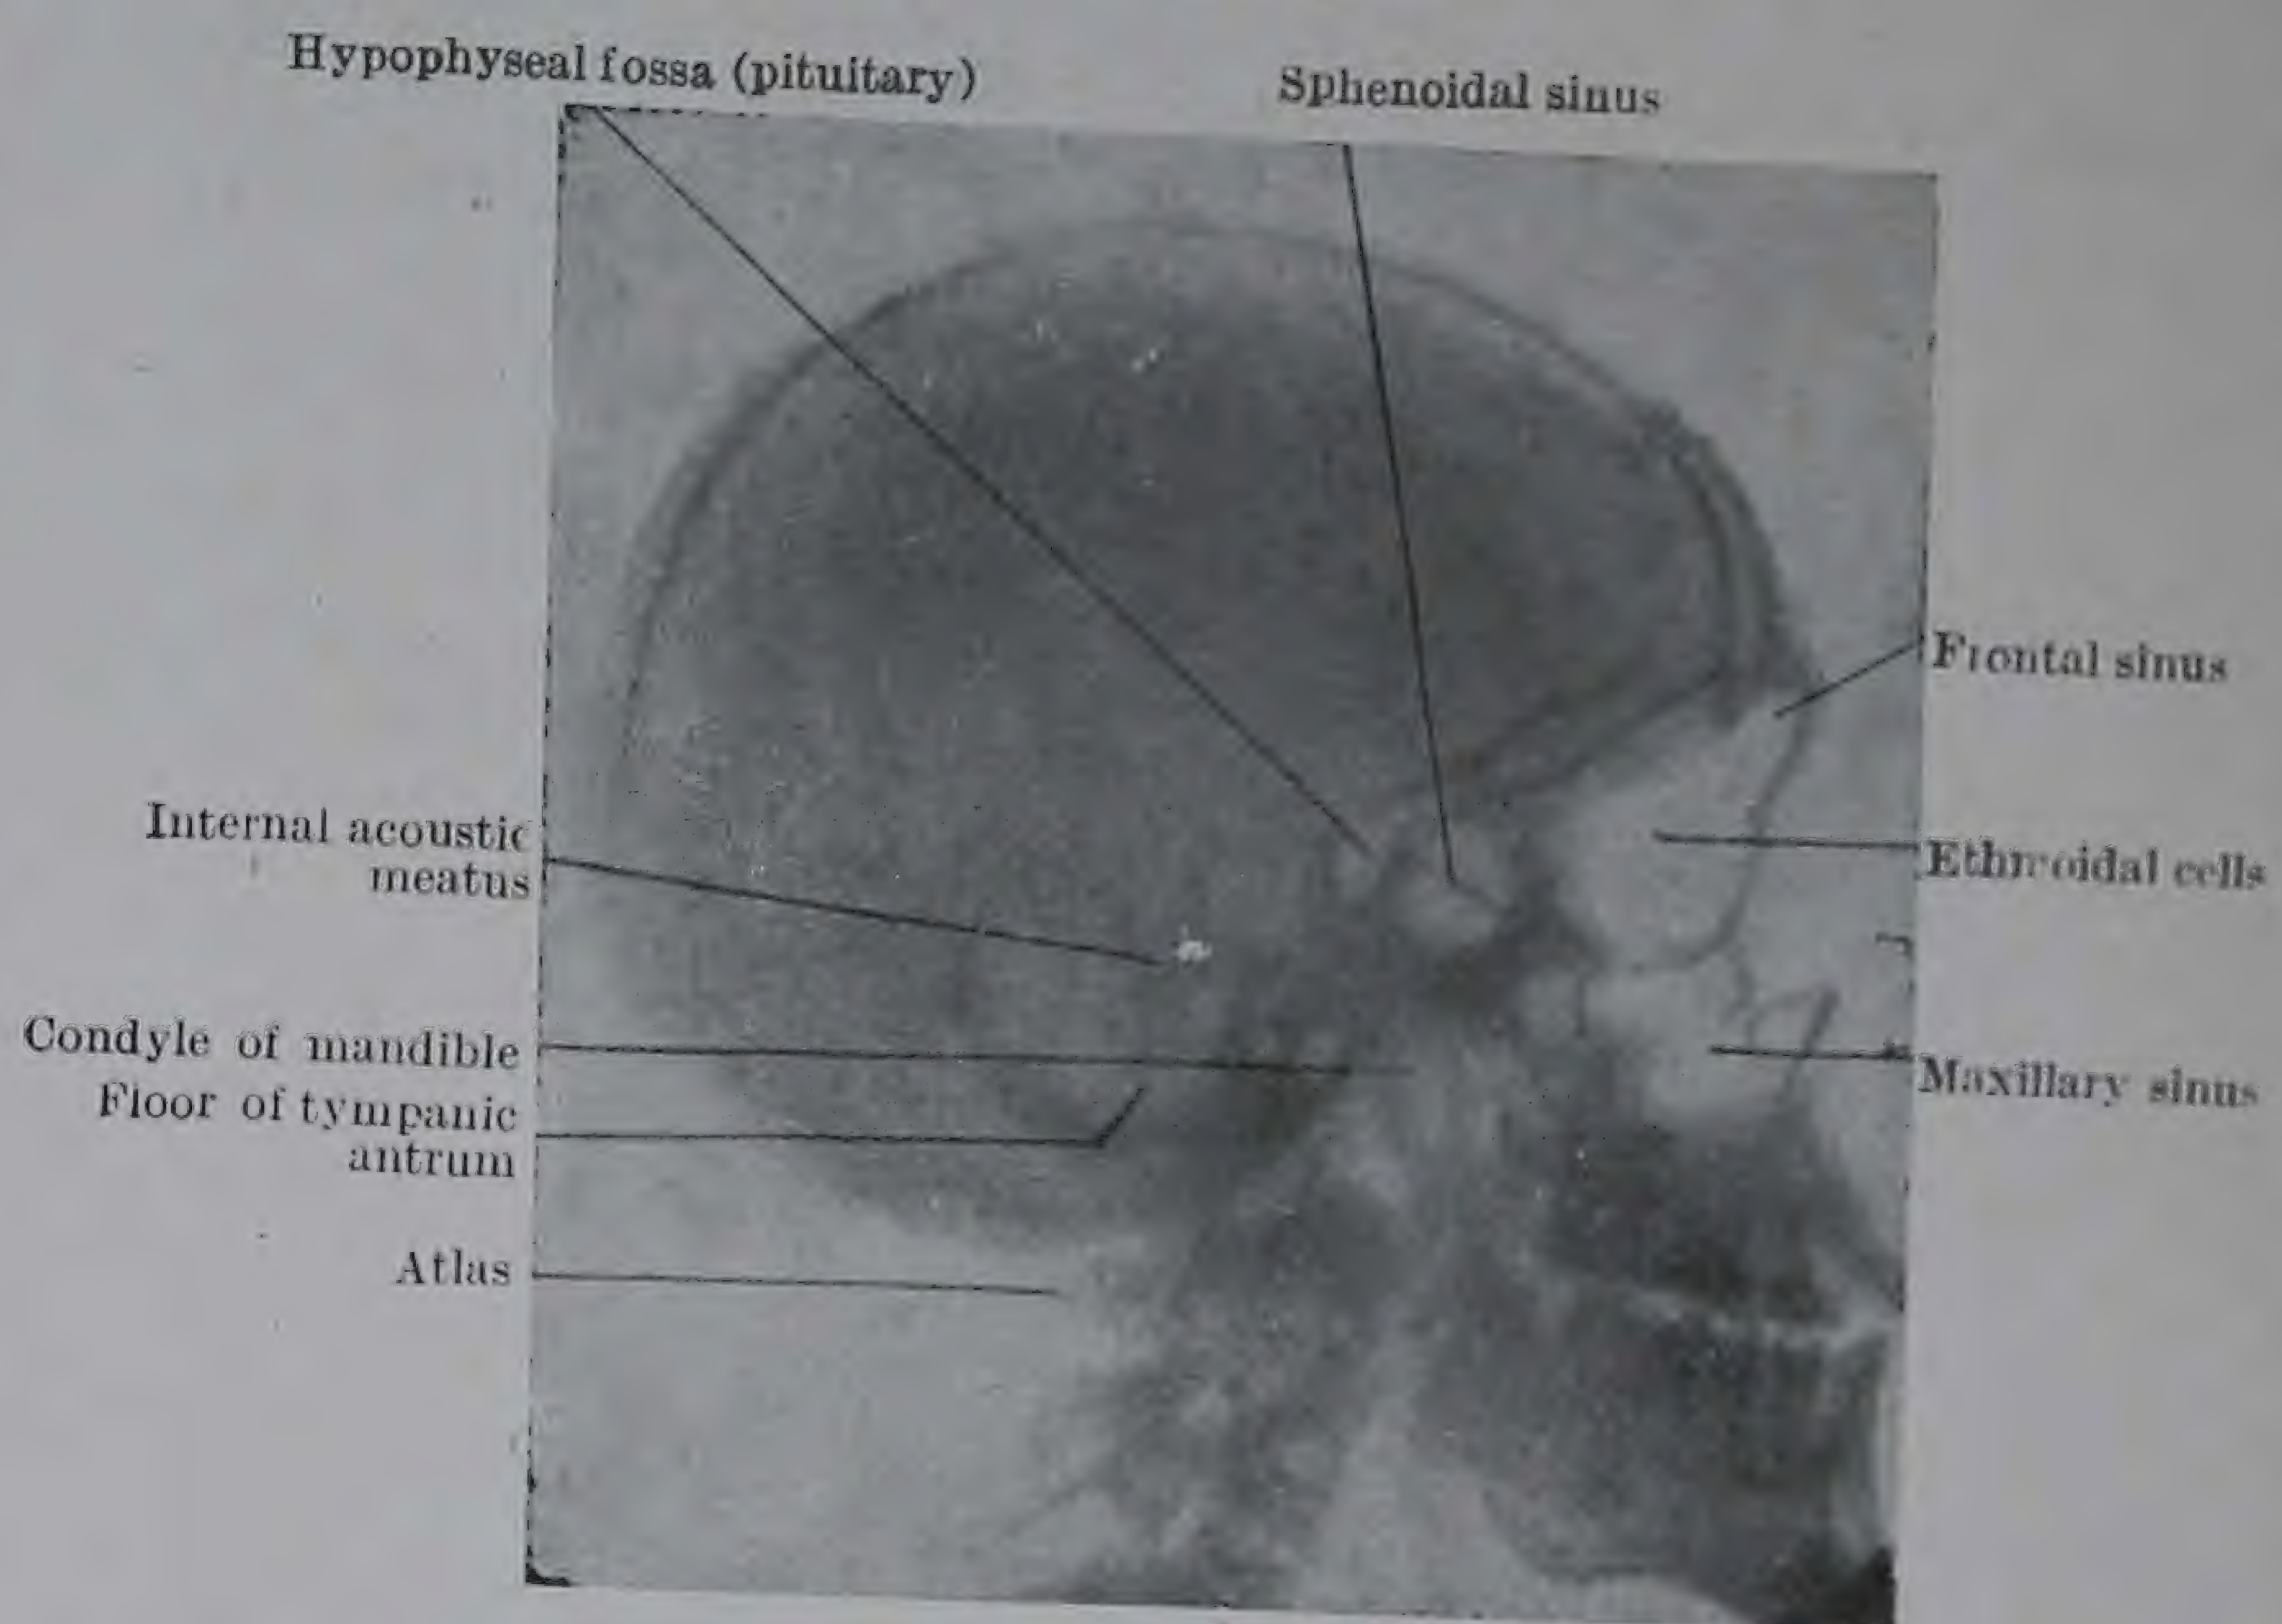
Lateral radiograph of a living Skull. (Gouldesbrough.)
